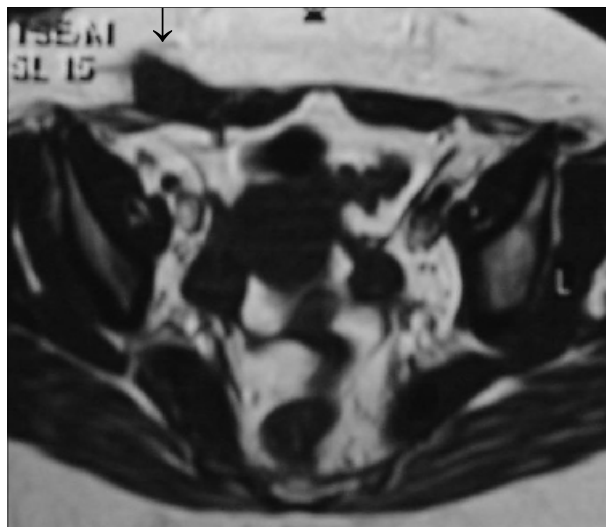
RM em corte axial ponderado em T1, mostrando a lesão com hiposinal relativamente homogêneo (seta).
